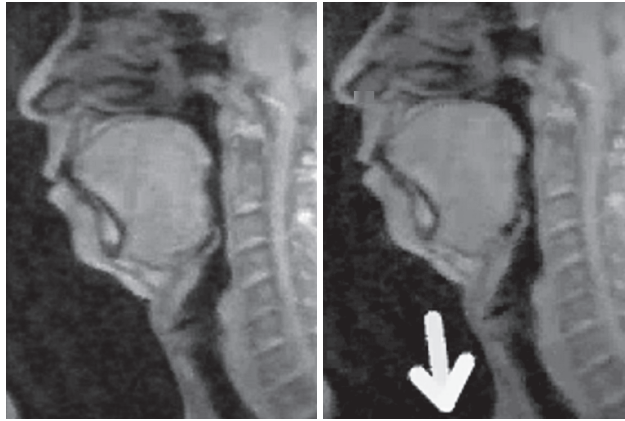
Dynamic MRIによる吸気時と呼気時の上気道所見
